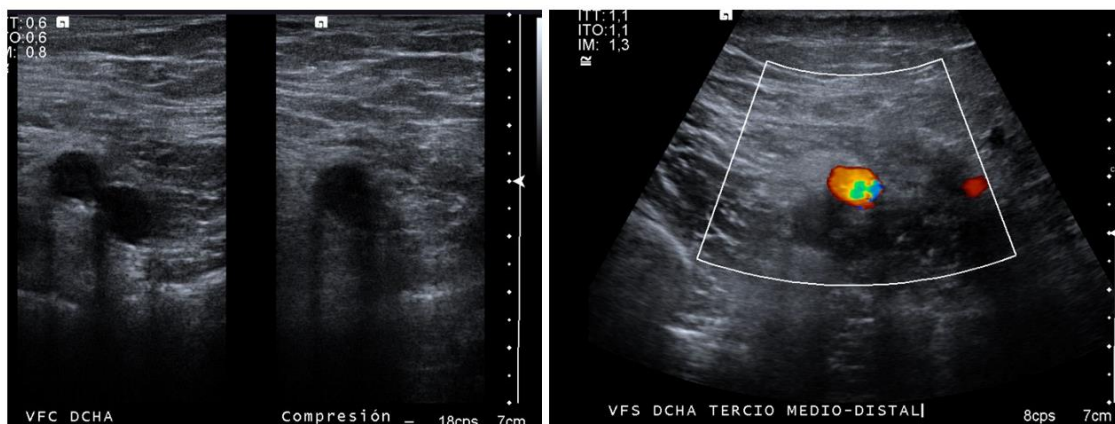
Ecografía Doppler Hospital de La Princesa. Hallazgos ecográficos compatibles con TVP desde la vena femoral superficial hasta la vena poplítea
